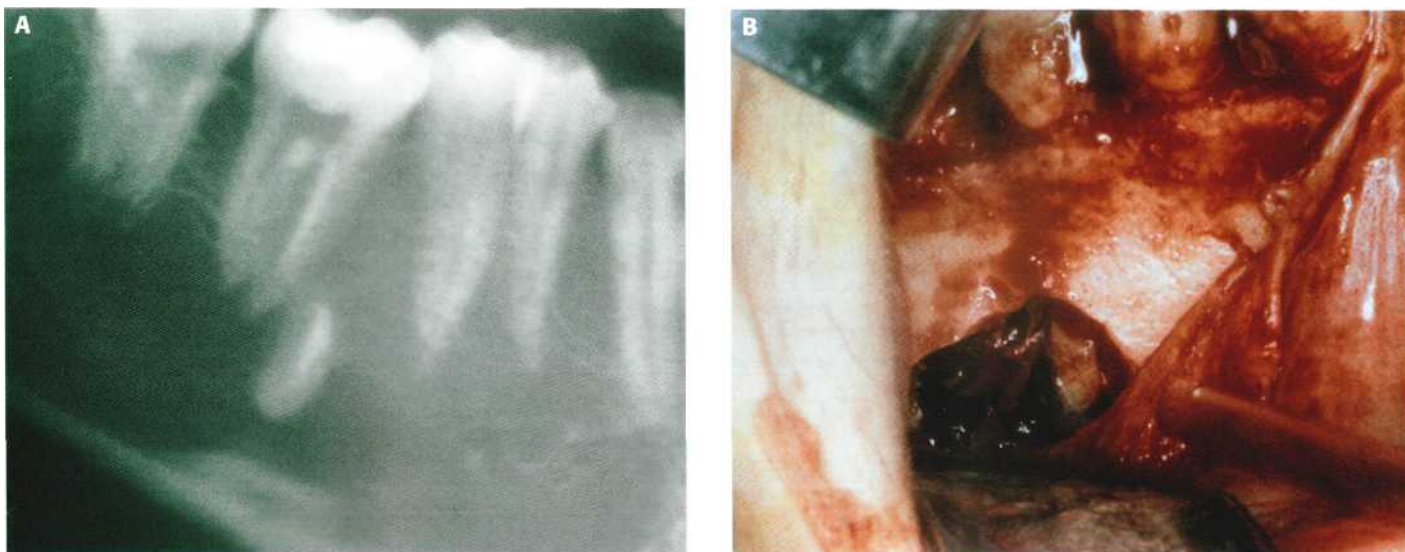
(A) Resto radicular introducido en el conducto dentario inferior (detalle de la ortopantomografía) (B) Ostectomía en la cortical vestibular y extracción del resto radicular sin lesionar el nervio dentario inferior.
